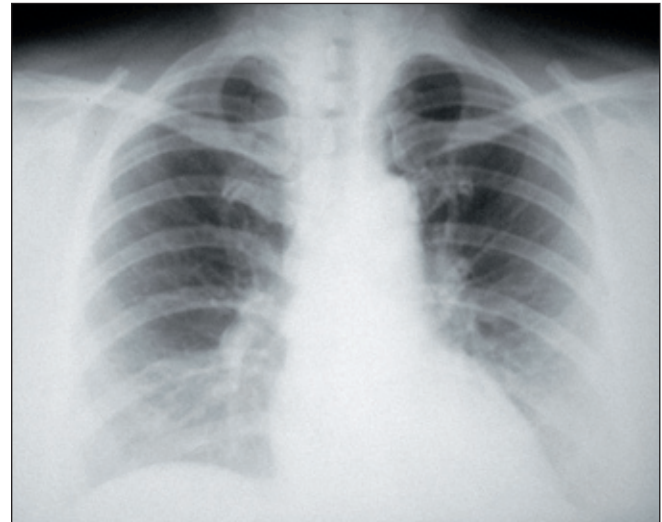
Рентгенограмма органов грудной клетки больной В.
